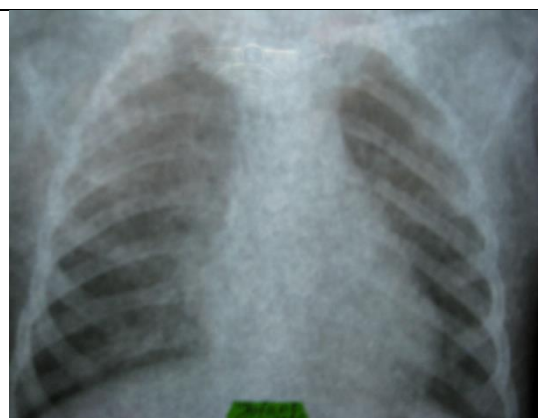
Radiografia pulmonară la copil cu pneumonie de etiologie *Mycoplasma hominis*.
